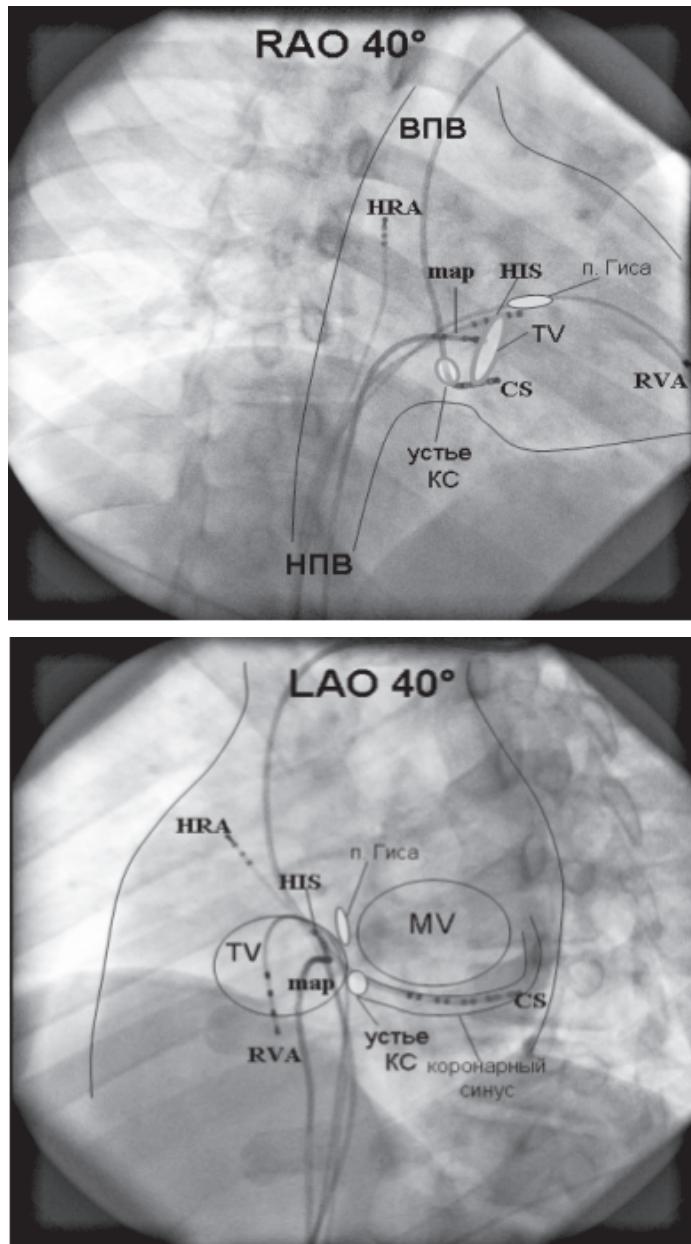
Рентгеновские кадры сердца, иллюстрирующие положение диагностических электродов в ходе проведения ЭФИ
